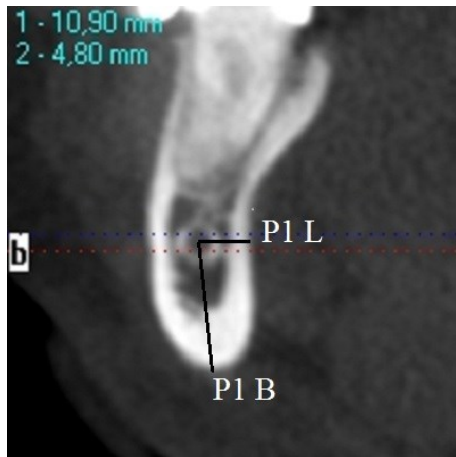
Dargestellt ist in der koronalen Ansicht der rechte Unterkiefer auf Höhe des Zahnes 46 in der digitalen volumentomographischen Aufnahme. Der Canalis mandibulae wird mittels Software-Programms vermessen.
